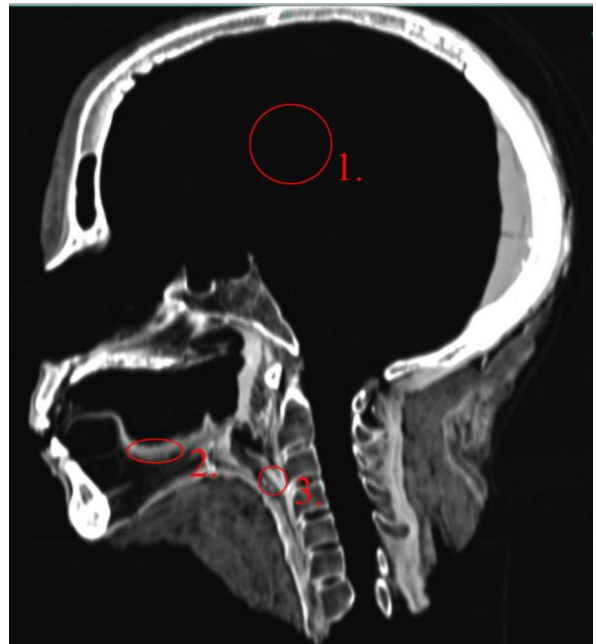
Kopf, Bild 2, CT
